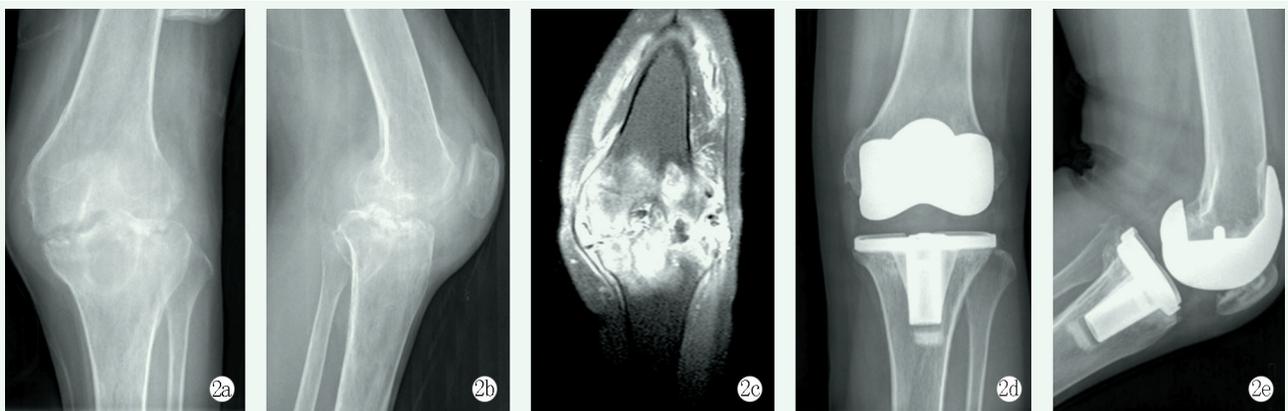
患者,女性,31岁,左膝晚期全关节结核 2a, 2b: 膝关节正侧位 X 线片示胫骨平台后正中中部囊性骨破坏,股骨髁、胫骨平台软骨下骨破坏、点状死骨形成,关节间隙变窄 2c: 术前 MRI 示胫骨平台中部囊性骨破坏,内侧间室“对吻死骨” 2d, 2e: 抗结核化疗支持下,一期清创,全膝关节置换术,术后正侧位 X 线片示假体位置良好
